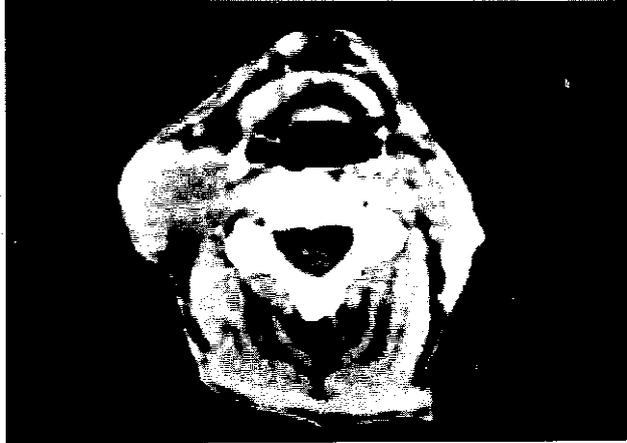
Tomografía axial computarizada (T. A. C.). Corte dado a nivel del hueso hioides. Obsérvese la masa metastásica tumoral izquierda que invade el músculo esternocleidomastoideo, así como todo el paquete vascular del cuello.
